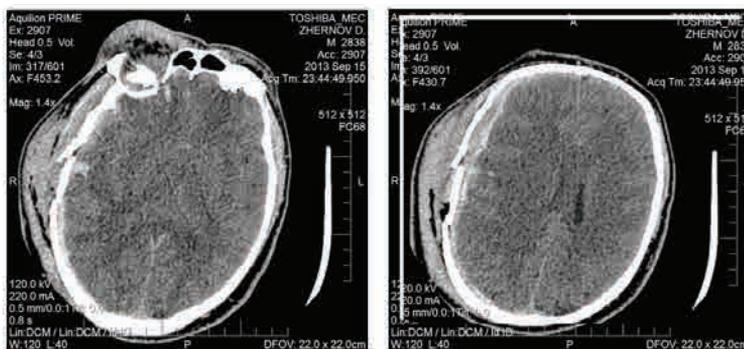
КТ пациента Ж., 25 лет, при поступлении
